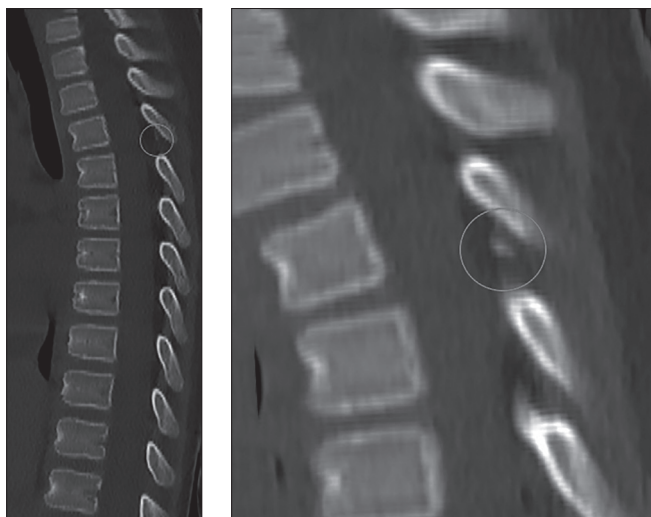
Пациентка С. КТ изображения в костном окне, сагиттальная плоскость. Высота тела Th3 позвонка минимально снижена в передних отделах. На фоне увеличения высоты межостистого пространства в сегменте Th3 – Th4 под нижним краем пластинки Th3 позвонка определяется линейный участок костной плотности (авульсивный перелом остистого отростка Th3 позвонка)
